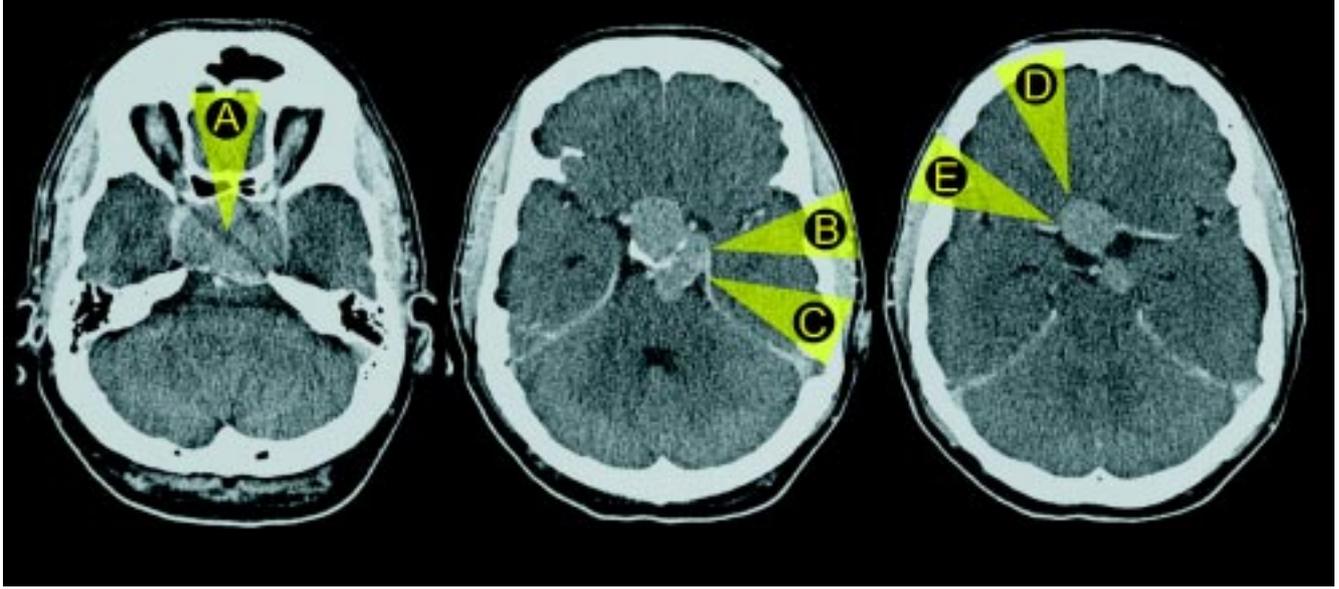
42 Jahre alter Patient mit seit 2 Wochen progredientem Chiasmasyndrom und kompletter Hypophysenvorderlappeninsuffizienz. Die Computertomographie mit Kontrastmittel zeigt einen über die Sella hinausreichenden, ausgedehnten Tumor mit partieller Zerstörung der knöchernen Sellastrukturen. Hier müssen verschiedene transsphenoidale (A), temporale (B), transpetrosale (C), frontale (D) und pterionale (E) Zugänge in Erwägung gezogen werden.
